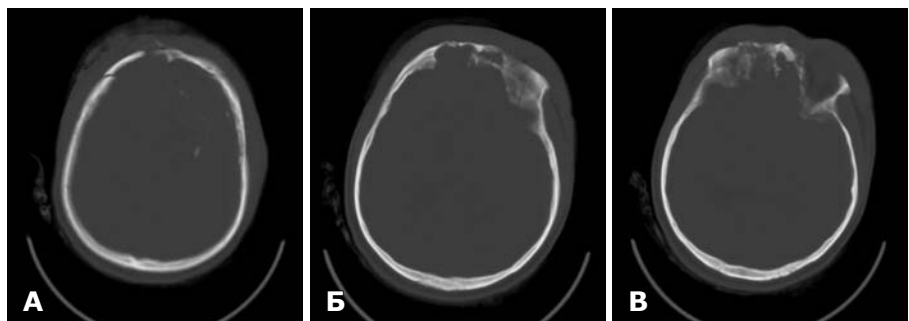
СКТ до операції. Кістковий режим. А — дірчастий перелом на місці вихідного отвору. Дірчастий перелом склепіння черепа. Фрагменти кісток по ходу ранового каналу; Б — вибуховий перелом основи черепа — дах лівої очної ямки, лобові синуси з обох боків; В — вибуховий перелом основи передньої черепної ямки з обох боків.
